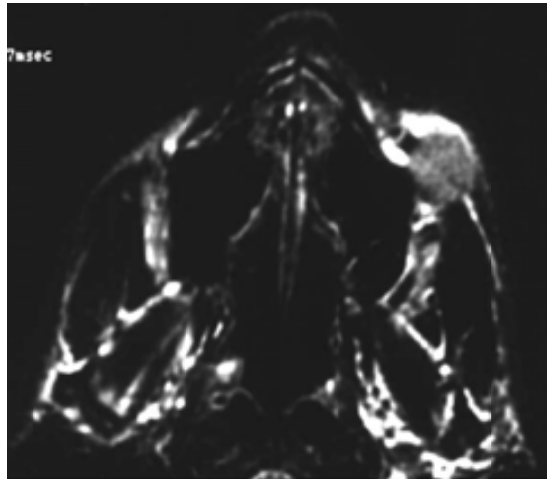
La resonancia magnética muestra participación de tejidos blandos en la lesión del maxilar.<sup>26</sup>
